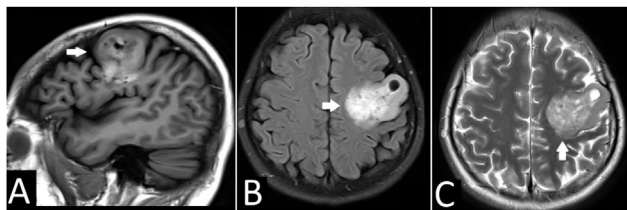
Resonancia magnética cerebral. A) Corte sagital, en secuencia en T1, con una gran masa frontal izquierda (flechas blancas). B) En la secuencia T2 – TIRM se observa hiperintensidad heterogénea con quiste intratumoral. C) En la secuencia T2 – TSE se observa la afectación de la corteza y sustancia blanca.
